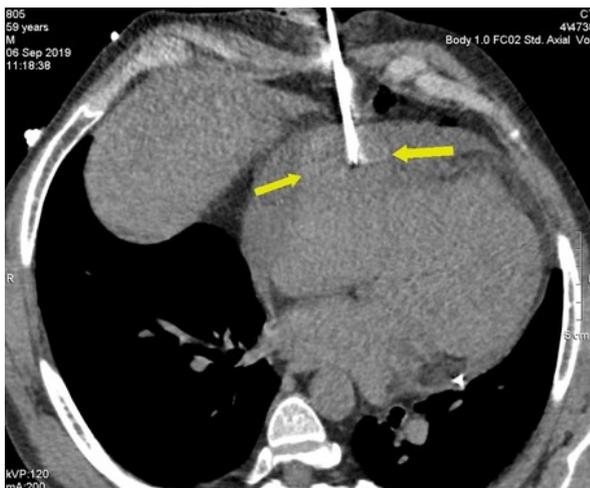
Вигляд пункційної біопсії пухлини під контролем КТ-навігації (стрілки визначають напрямок пункційної голки)
